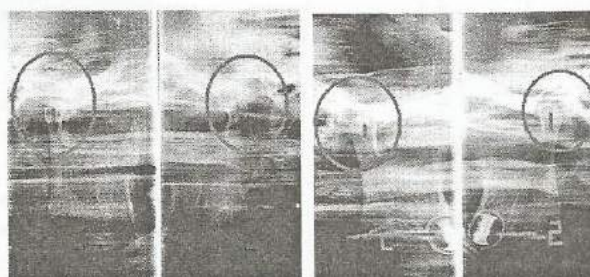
Компьютерная томограмма ВНЧС в состоянии привычной окклюзии (1- суставная головка; 2 - зачатки 8-х зубов).
